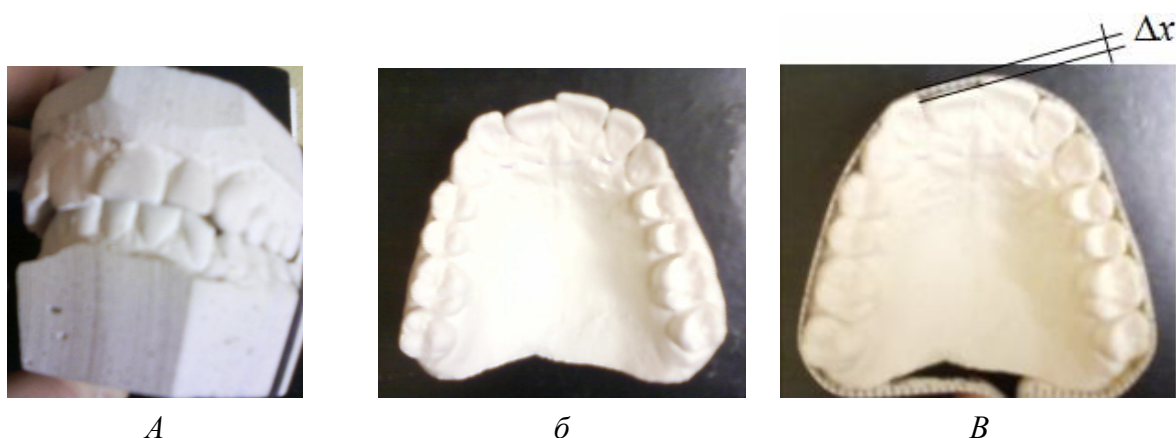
Контрольная диагностическая гипсовая модель (КДМ): а – верхней и нижней челюстей; б – верхней челюсти (вид снизу); в – верхней челюсти (вид снизу с приложенной к модели линейкой, Δx – текущая величина протрузии)
